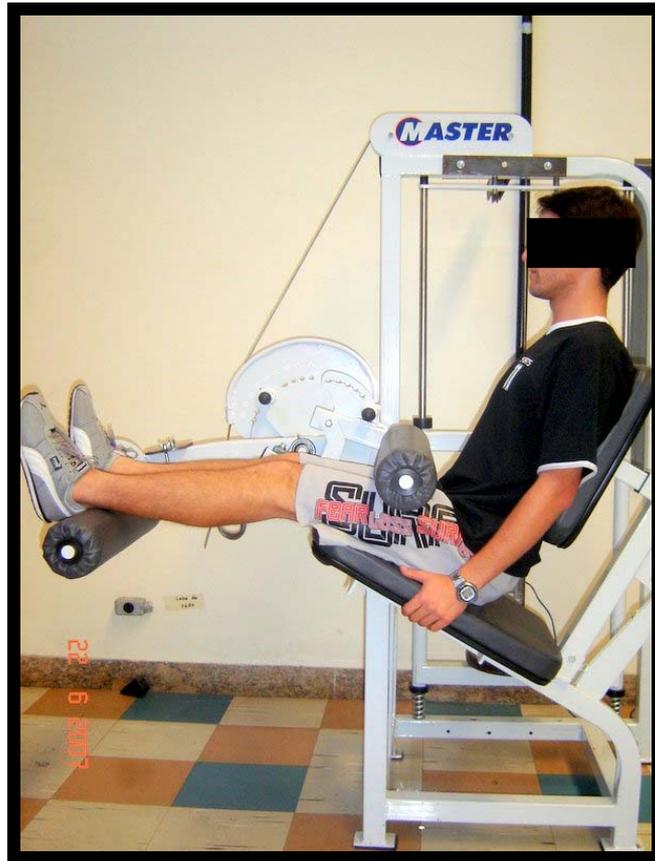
Posicionamento inicial do indivíduo no banco flexor de joelho para o teste de 1RM.
